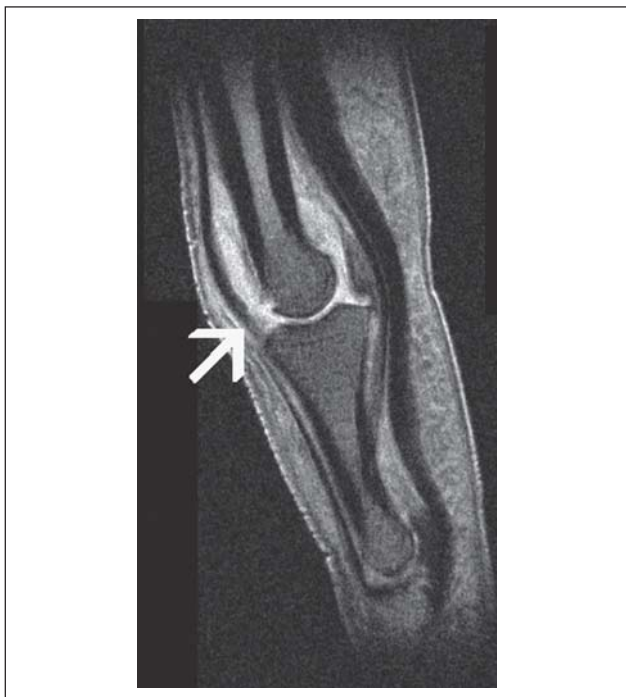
MRT eines proximalen Interphalangealgelenks des Fingers mit synovialen Kontrastmittel-Enhancement und kleiner Usur als Ausdruck einer Arthritis (Copyright © I. Nöbauer-Huhmann)
